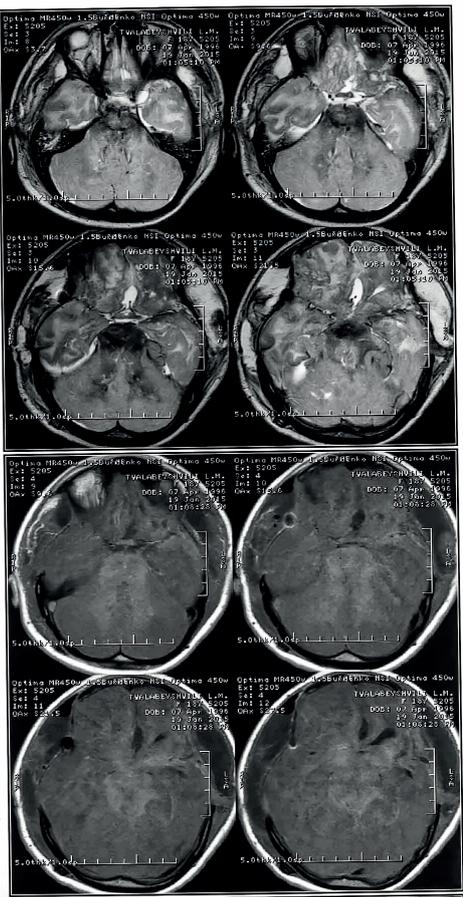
Магнитно-резонансная томография больной Т., выполненная на 2-е сутки после операции. Видны выраженный диффузный отек мозгового вещества во всех отделах мозга и мелкоточечные кровоизлияния.
